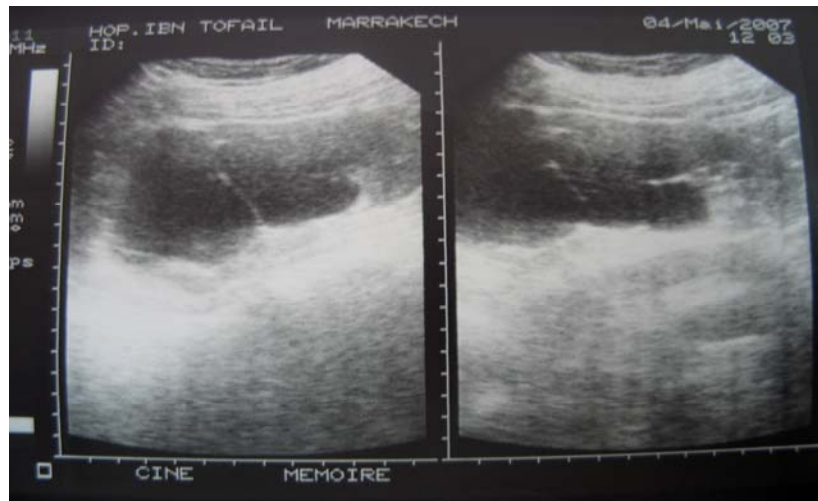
Image échographique d'une formation kystique rénale gauche multi-cloisonnée
